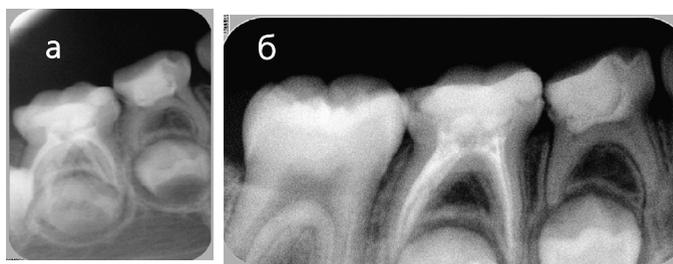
Рентгенограмма 8.4. Ребенок 3 года. Клинический диагноз: 8.4 хронический фиброзный пульпит К04.03. А – 8.4 в момент лечения, Б – через 29 мес.: патологических изменений нет, резорбция корня на 1/3, склерозирование дистального канала, В – через 43 мес., физиологическая резорбция корня на 1/2
